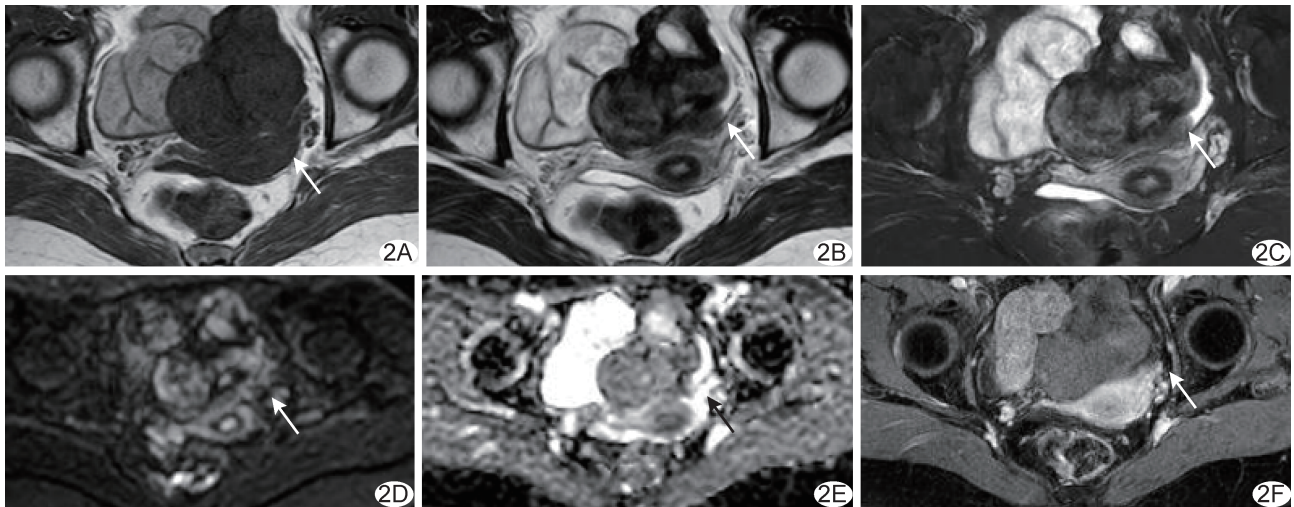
患者女,59岁,左侧OTF A~F.MRI示左侧附件区实性为主病灶呈T1WI低信号(A)、T2WI混杂信号(B、C)、DWI不均匀稍高信号(D),ADC图呈稍低信号(E),增强后呈不均匀轻度强化(F) (箭示病灶)
